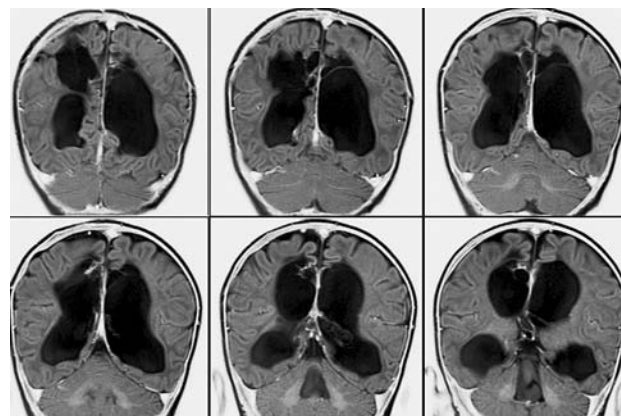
МРТ через 2 месяца после операции (серия фронтальных срезов), изображения view inverse. Желудочковая система мозга расширена. Определяется раневой ход от открытой операции
